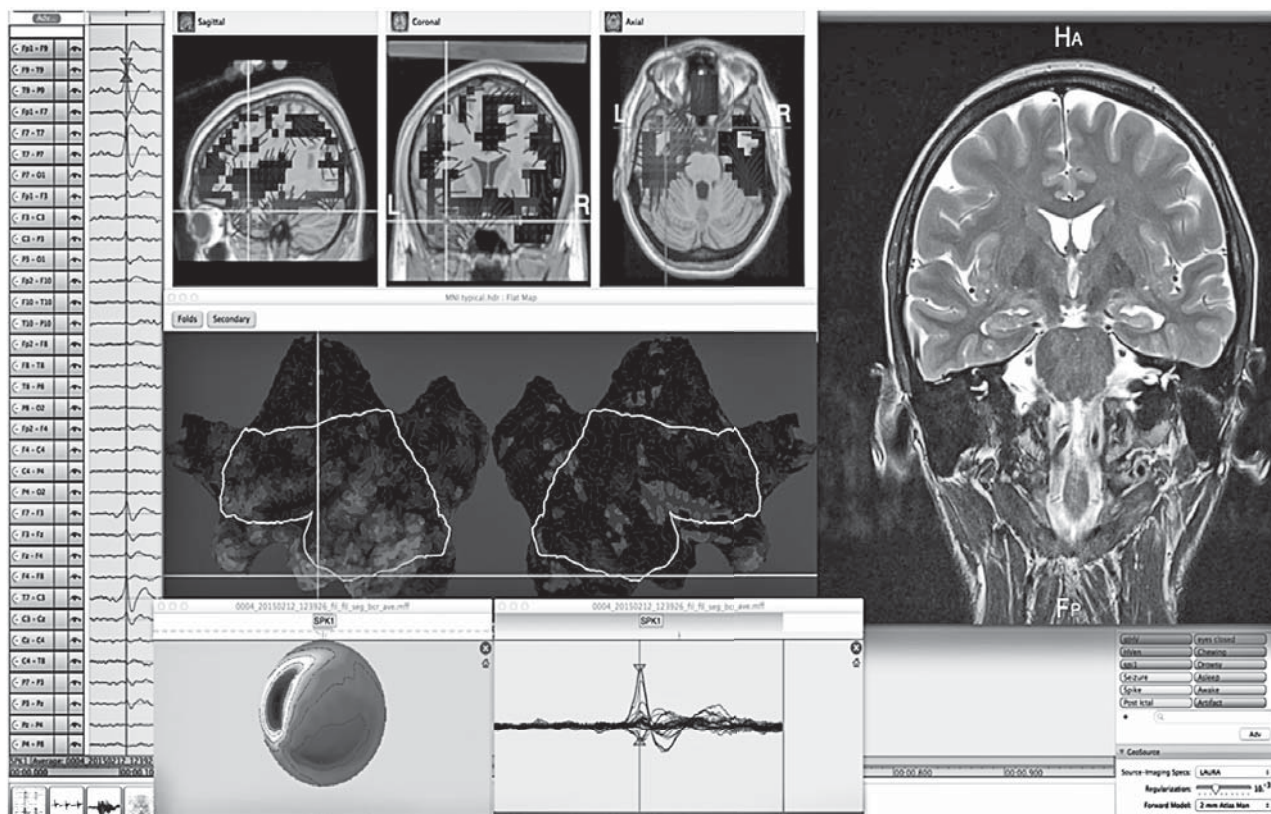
Pacient N 7 – Corelația între modificările structurale la RMN cerebrală (scleroză mezială temporală) și localizarea sursei electrice prin EEG densitate înaltă (aria amigdala, lobul limbic).
